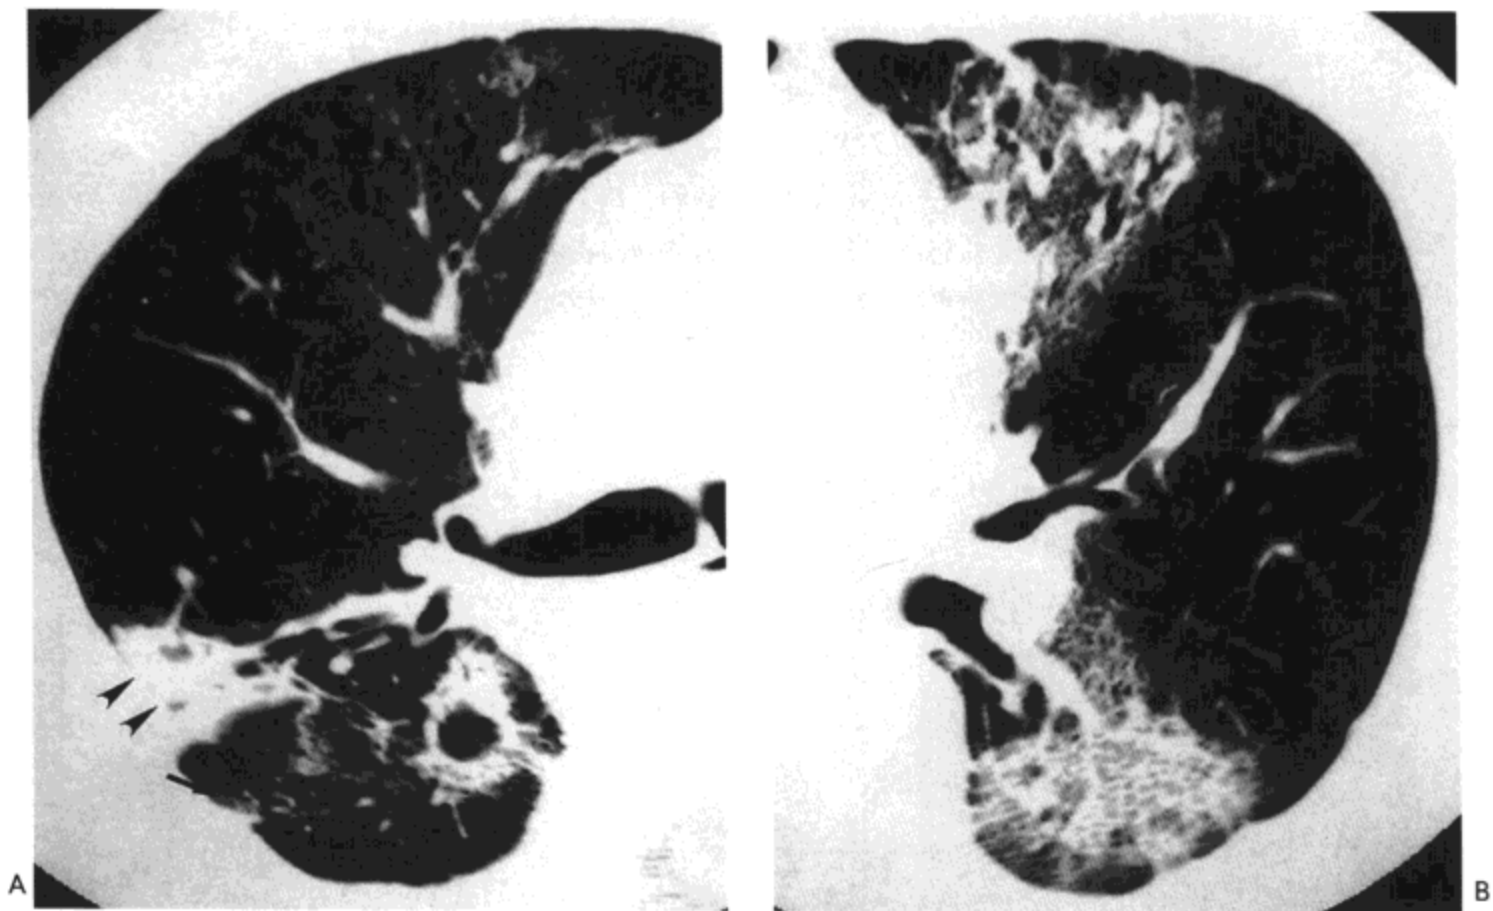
放射性肺炎。右肺(A)与左肺(B)高分辨率CT影像示肺放射野内磨砂玻璃影与网状影。周围肺放射野外片状磨砂玻璃影(箭号)与肺实变区(箭头)也很明显。病人男,58岁,患食道癌接受放射治疗。
